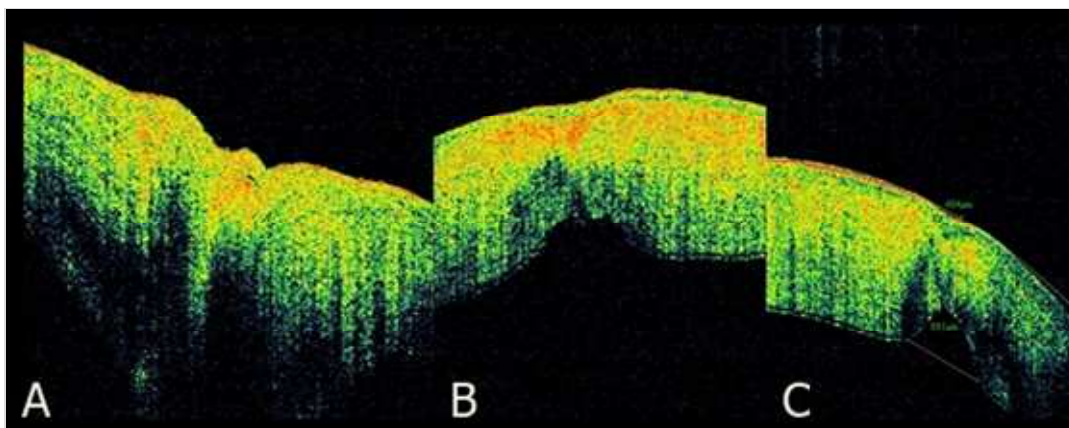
Оптическая когерентная томограмма роговицы кроликов в условиях применения ИМН «Бол-хит»: А – 2 недели после лечения; В - 1 месяц после лечения; С - 3 месяца после лечения.
